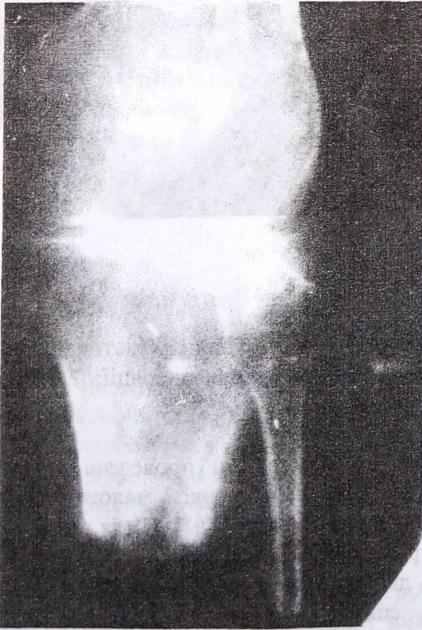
Фото рентгенограм. Формування синостозу кісток кукси гомілки за рахунок залишку малоомілкової кістки. А – до операції; Б – через 8 тижнів після операції.
